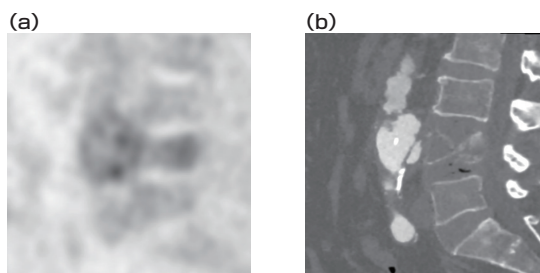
(a) ¹⁸F-FDG PET矢状断にて大動脈壁にFDG集積が見られる。(b) 経カテーテル的大動脈造影下CTにて解離が見られる。
